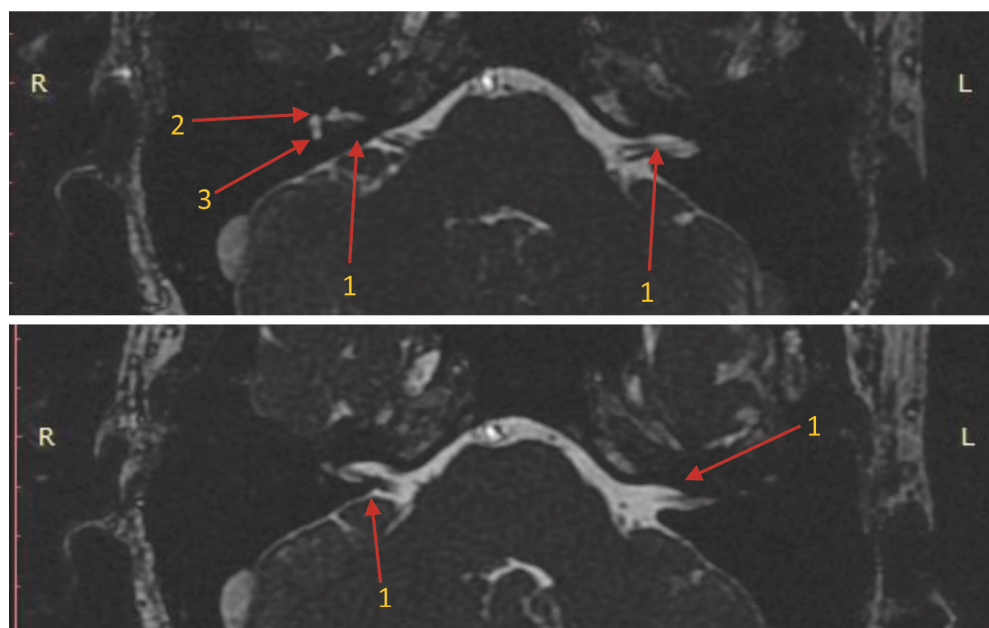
Больной А. А., 30 лет, на МРТ-снимках визуализируется слуховой нерв (1) справа и слева на всем протяжении, справа имеется частичный просвет в области базального (3) и небольшой просвет второго (2) завитков улитки
